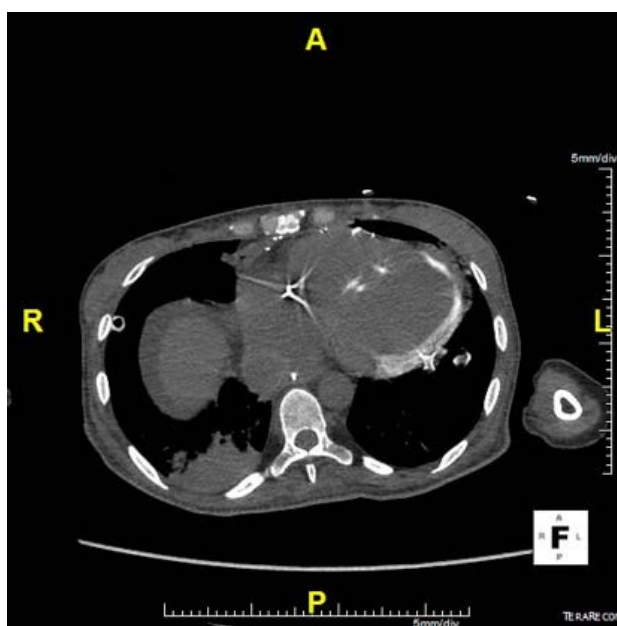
Tomografia computadorizada de tórax sem contraste em plano axial com achado de extensa calcificação metastática em ventrículo esquerdo.
